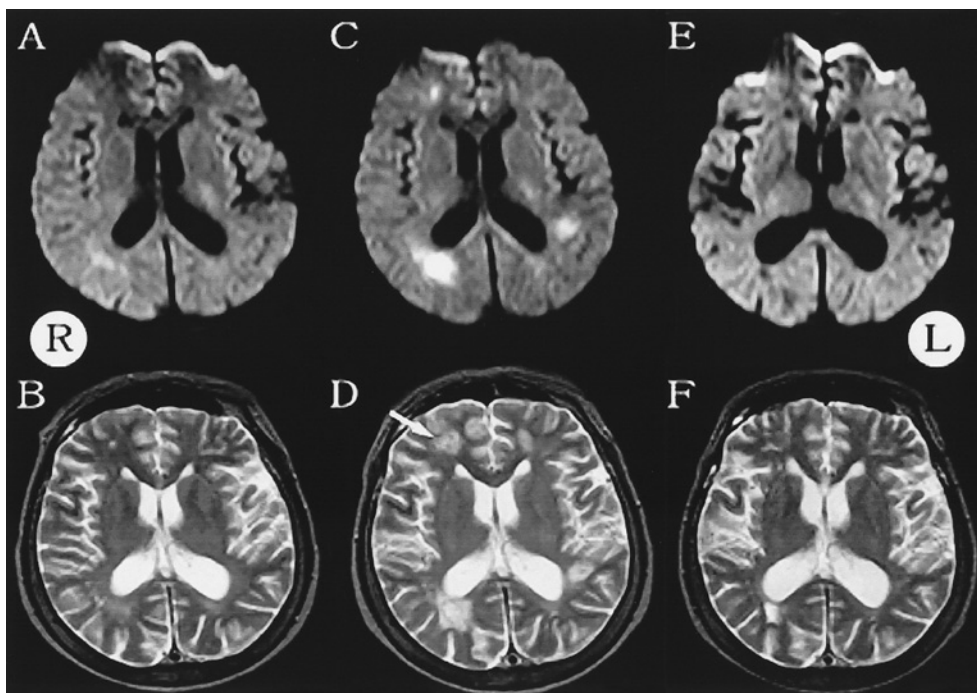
Longitudinal change in the axial brain MRI (Gyrosan NT Intera T15). A, B: 1st examination (March 8, 2006), C, D: 2nd examination (March 29, 2006), E, F: 3rd examination (June 21, 2006). A, C, E: diffusion weighted image (1.5T, TR = 4,350 msec, TE = 95 msec), B, D, F: T2-weighted image (1.5T, TR = 2,500 msec, TE = 90 msec). There were a little DWI and FLAIR high signal lesions in the white matter on first admission (A, B). But the lesions enlarged and increased in number on second admission (C, D). After the chemotherapy, the lesions dramatically reduced and decreased (E, F). The open biopsy was performed from the area marked by the arrow.
